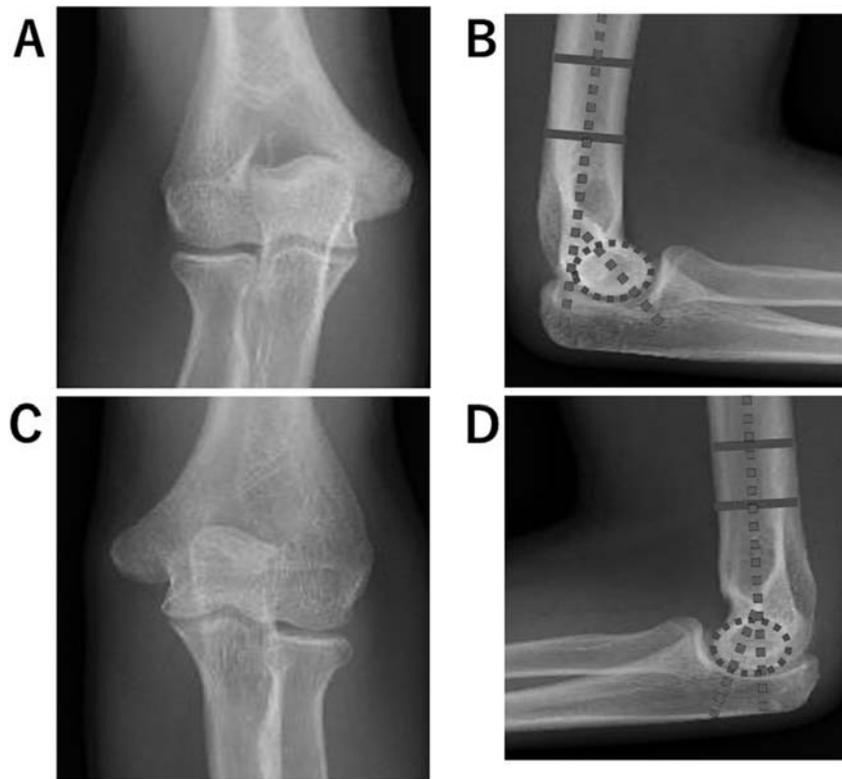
初診時単純X線像, tilting angleは健側が45°, 患側が20°であった
